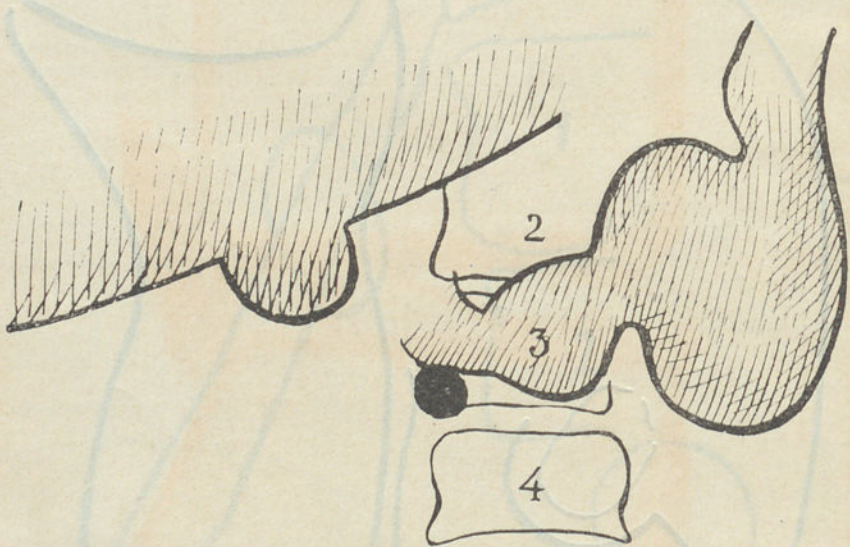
Radiografia n.º 3404.
